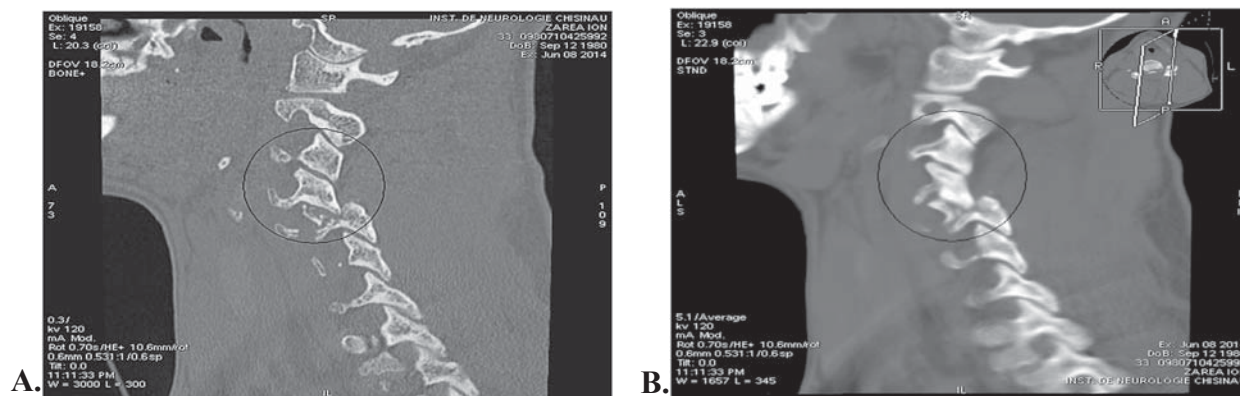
A, B. Tomografie computerizată a coloanei vertebrale cervicale până la intervenția chirurgicală. Fractura porțiunii posterioare a corpului vertebral C4, a pedicolului vertebral stâng și a țesuturilor ipsilaterale de la acest nivel. Anterospondilolisteza C4 ~5mm.
